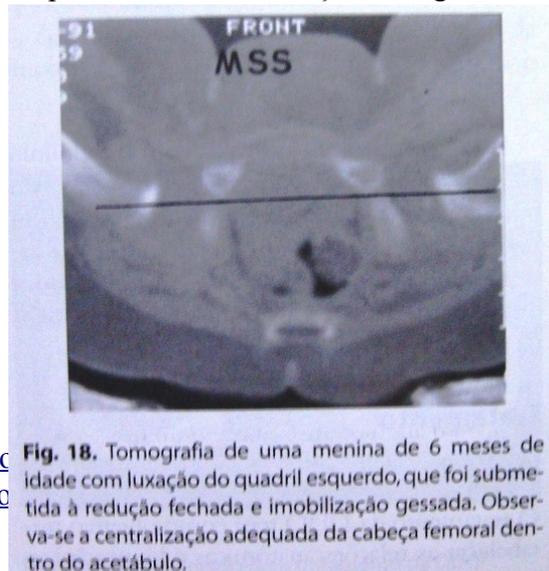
Tomografia de uma menina de 6 meses de idade com luxação do quadril esquerdo, que foi submetida à redução fechada e imobilização gessada. Observa-se a centralização adequada da cabeça femoral dentro do acetábulo.
